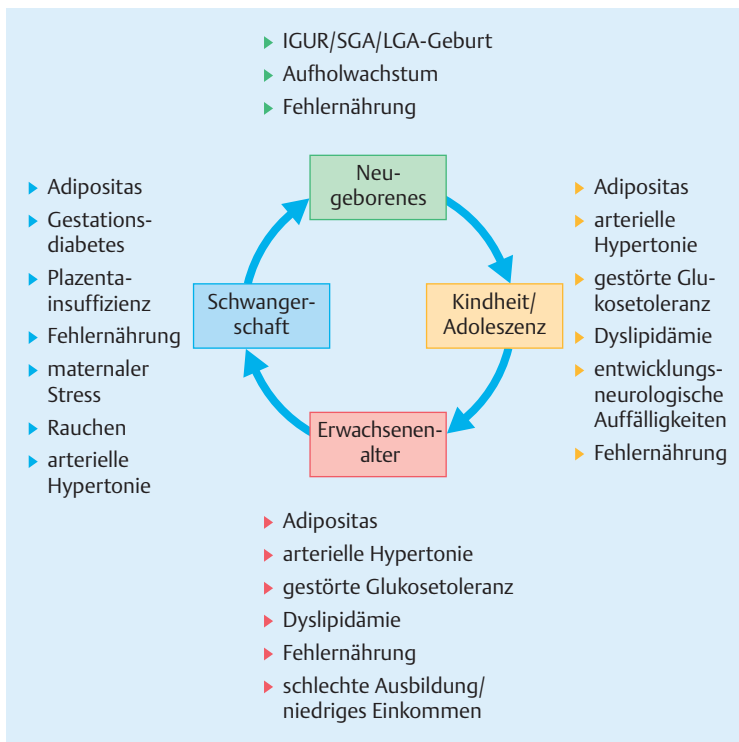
Transgenerationseffekt (nach: Williams TC, Drake AJ. What a general paediatrician needs to know about early life programming. Arch Dis Child 2015; 100: 1058–1063).
